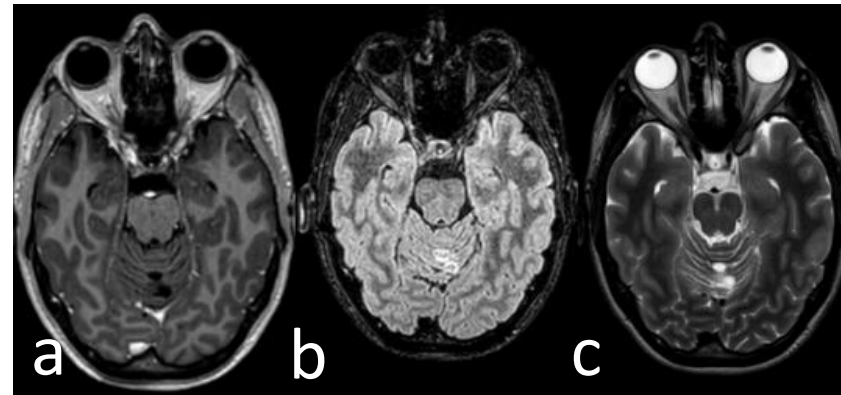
Adquisiciones axiales en secuencias, T1 + gad, T2 y FLAIR. Se visualizan en vermis cerebeloso lesiones quísticas agrupadas que no realzan tras la administración de CIV, y muestran hiperseñal FLAIR intraquística a diferencia de los EVR. Hallazgos compatibles con MVNT PLUS.
